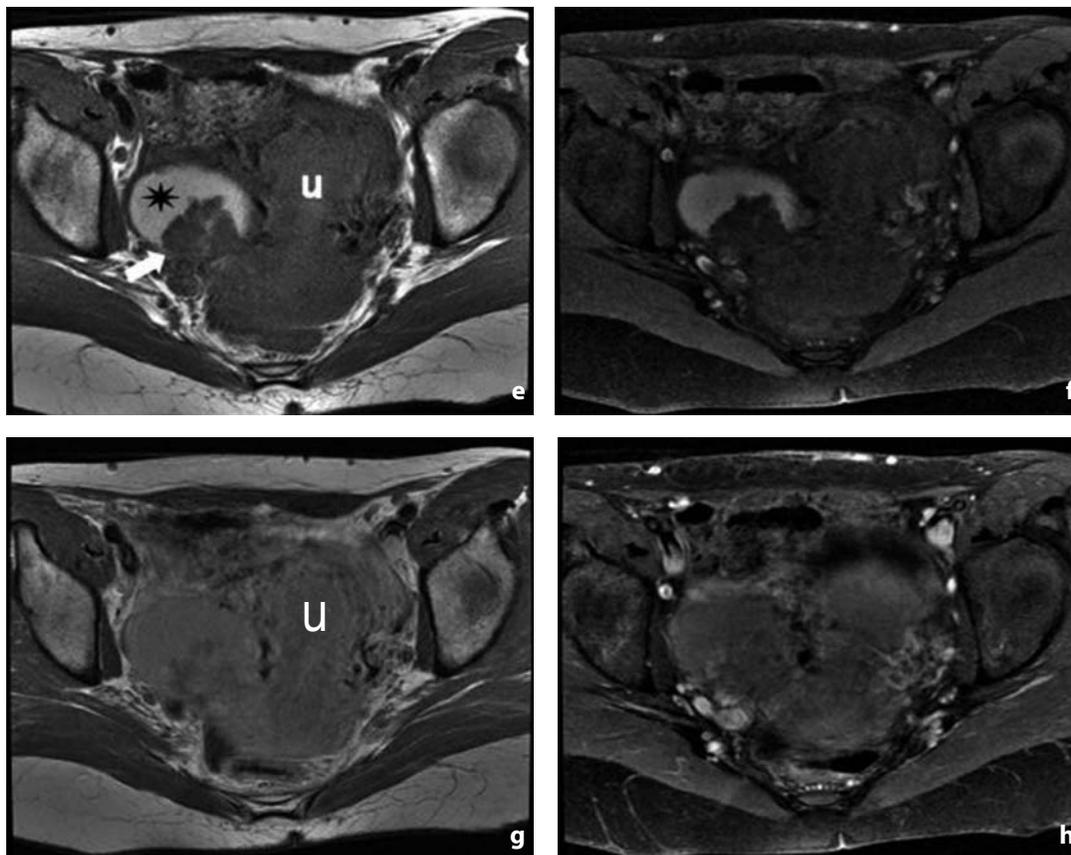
Tomografia computerizzata e risonanza magnetica. Adenocarcinoma endometrioido borderline in cisti endometriotica. a TC senza mdc: lesione espansiva annessiale destra debolmente iperdensa (asterisco). b Dopo mdc si delinea una componente cistica priva di enhancement (asterisco) associata a noduli di parete (freccia) con intensa impregnazione. c L'immagine RM coronale T2 pesata mostra l'origine annessiale destra della lesione (asterisco) con parenchima ovarico sano compresso in periferia. Si apprezza inoltre l'ovaio controlaterale (punta di freccia) privo di lesioni. d Nella immagine assiale T2 pesata la componente fluida (asterisco) è iperintensa mentre quelle solide sono ipointense. Nelle sequenze T1 assiali senza (e) e con (f) soppressione del segnale del grasso la componente fluida (asterisco) si mantiene iperintensa come per sangue in fase subacuta tardiva, mentre quelle solide (freccia) permangono ipointense. Nelle immagini assiali T1 senza (g) e con soppressione del segnale del grasso dopo mdc (h) si osserva minimo enhancement prevalentemente periferico della componente solida. U = utero
